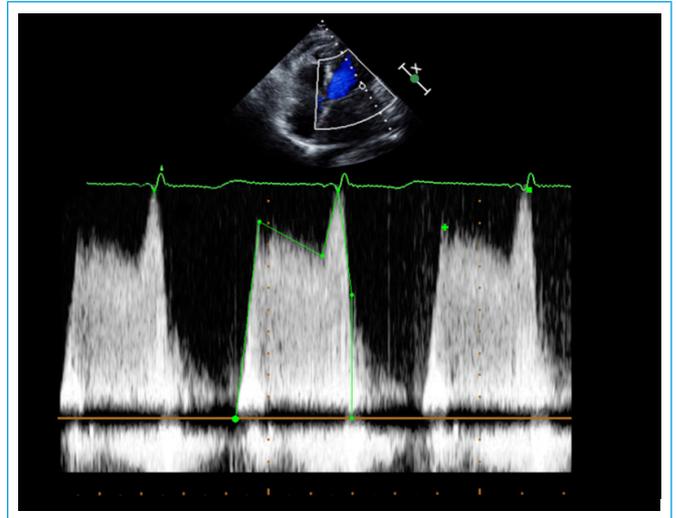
Doppler continuo del flujo a través del orificio lateral de la válvula mitral. Se obtiene un gradiente medio transmitral de 10 mmHg
